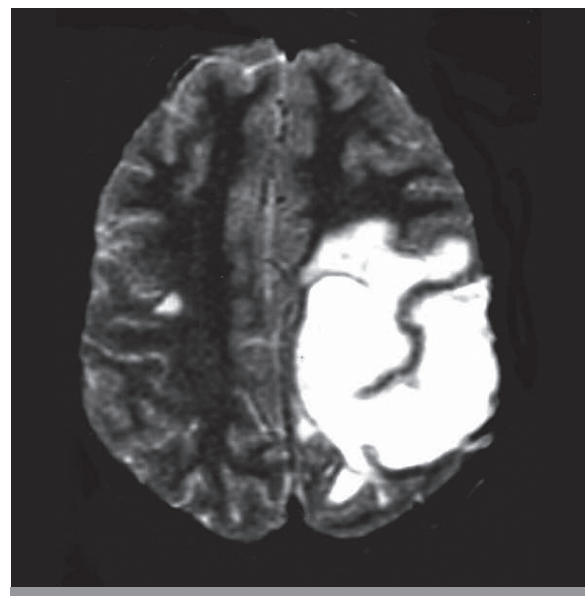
RMN de cerebro, T2 axial con múltiples lesiones hiperintensas en la sustancia blanca periventricular y yuxtacortical bihemisférica, en oportunidad del primer evento clínico en un adolescente de 15 años, caracterizado por hemiparestesias derechas, seguidas de monoparesia crural derecha y vómitos. El paciente tenía BOC positivas, y desarrolló dos recaídas durante el primer año de enfermedad. Diagnóstico: esclerosis múltiple pediátrica (EM juvenil).
